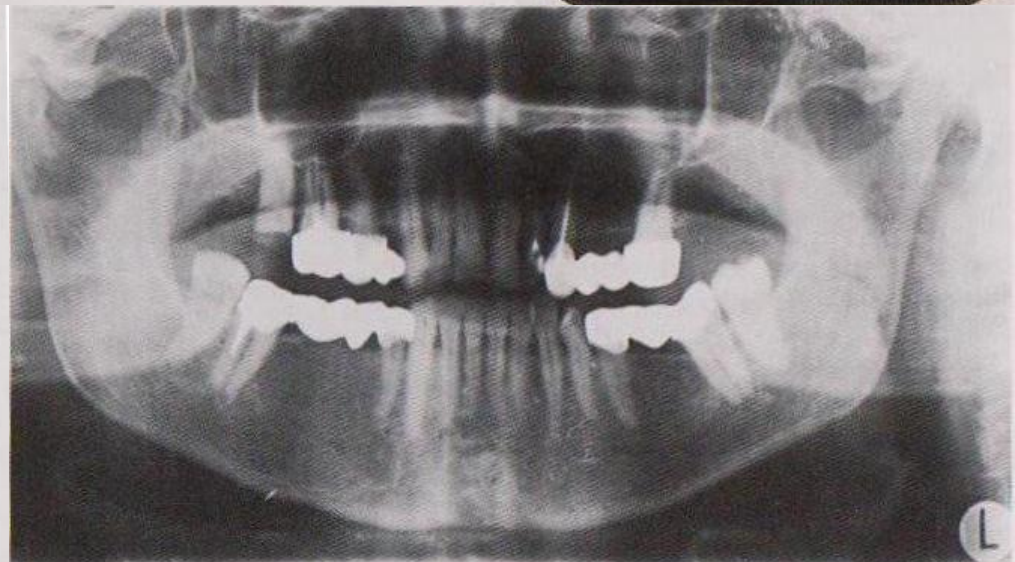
Ортопантомограмма. Резорбция межзубных перегородок на $\frac{1}{3}$ их высоты (2-я степень пародонтита). Каналы 17 и 23 запломбированы до верхушек. Штифт в заднем канале 47, каналы запломбированы не полностью.
